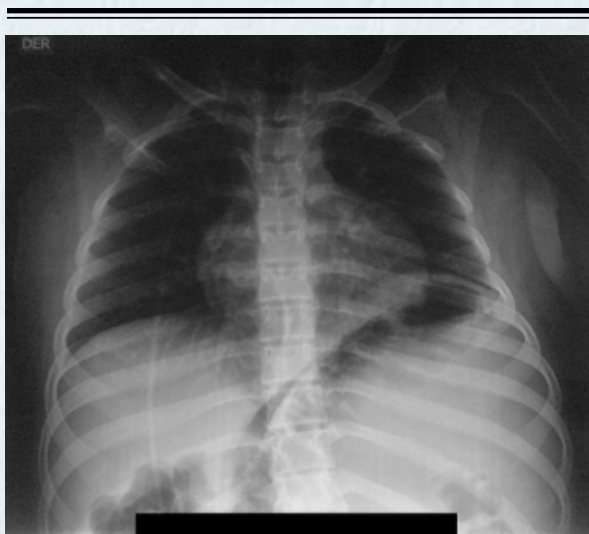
Radiografía anteroposterior. Cúpula diafragmática izquierda elevada
